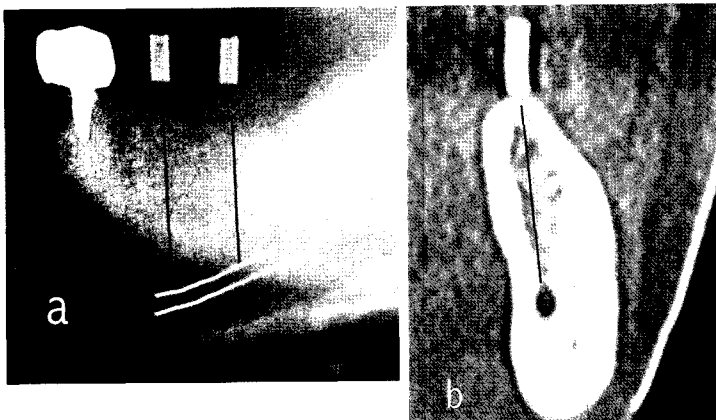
Bone height measurement on panoramic (a) and reformatted crosssectional CT view (b) with marker.
